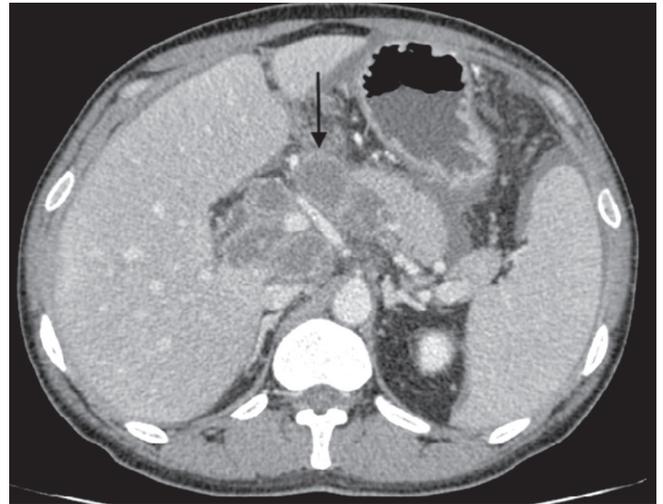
Tomografia abdominal mostrando linfonodos necróticos grandes periduodenais e peripancreáticos (seta preta)
